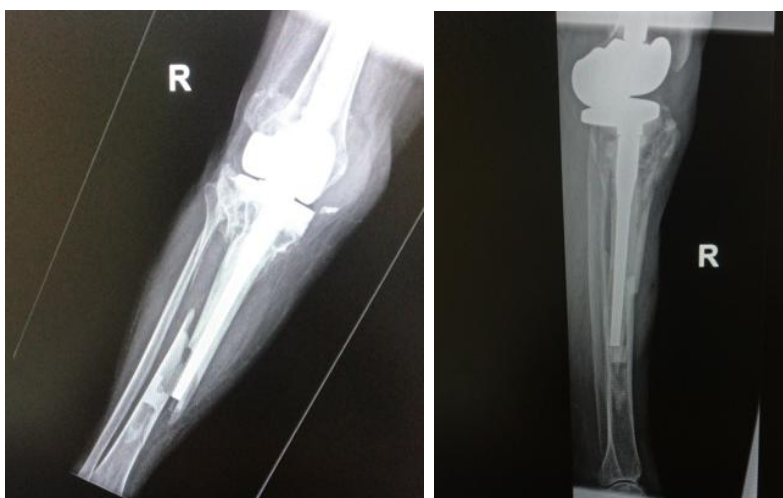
Radiografías realizadas el día que se produjo la fractura.
